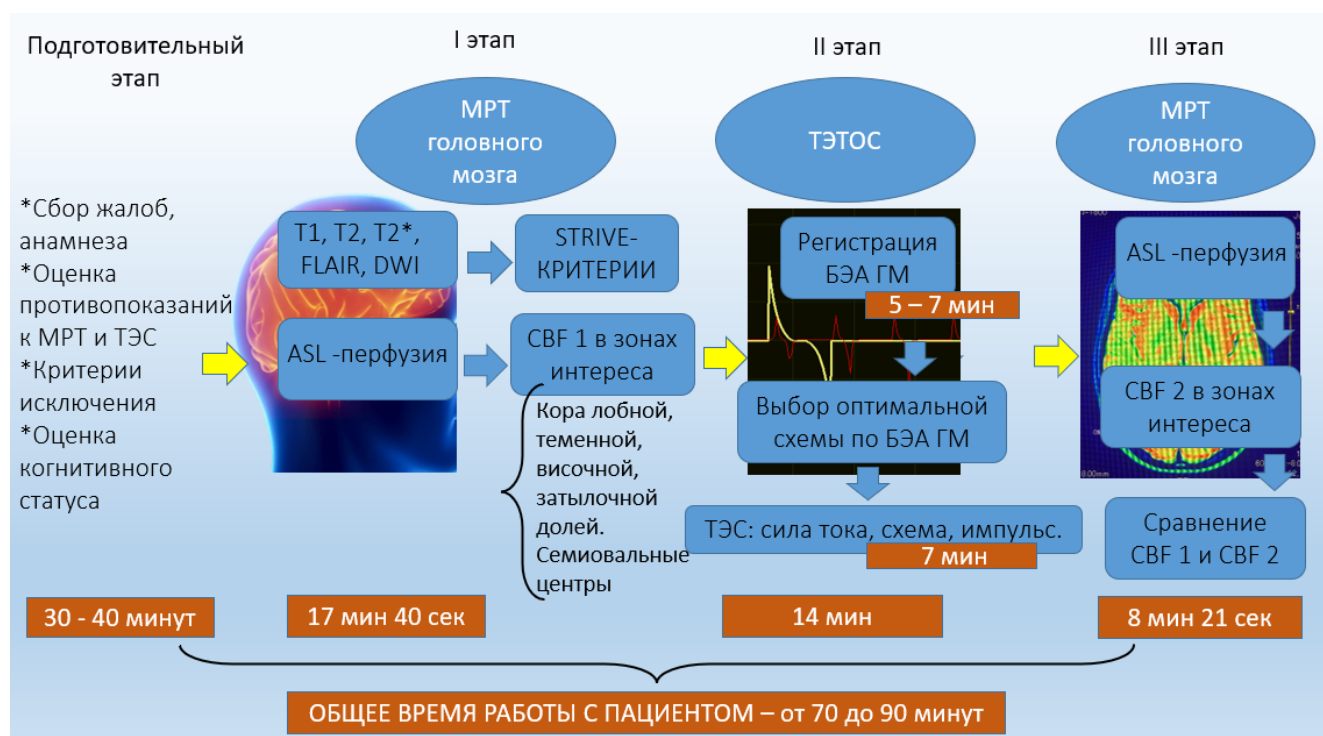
Дизайн исследования диагностических возможностей МРТ головного мозга и транскраниальной электростимуляции с обратной связью у пациентов с хроническим нарушением мозгового кровообращения
